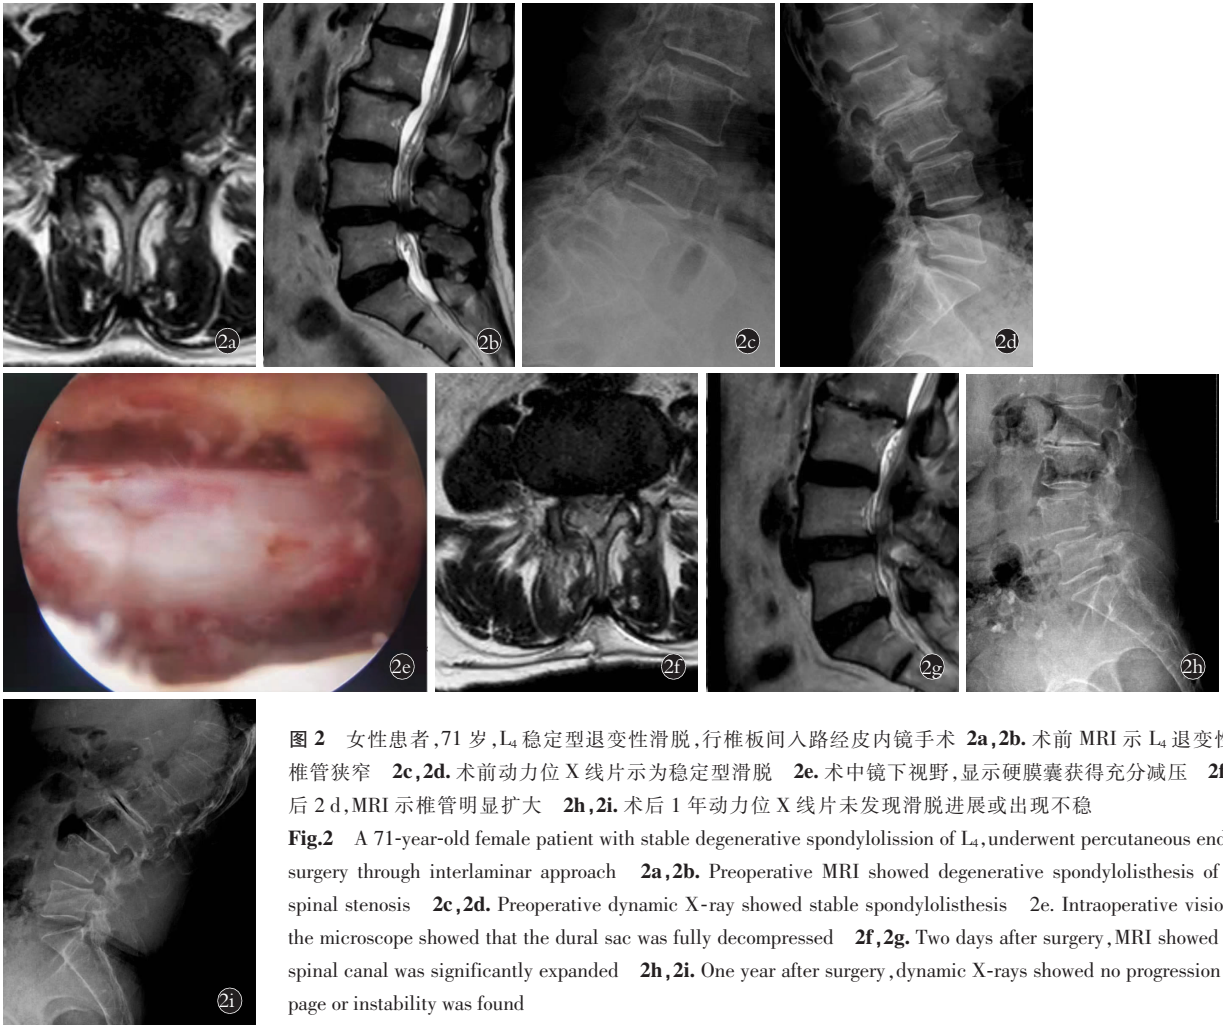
女性患者,71 岁, $L_4$  稳定型退变性滑脱,行椎板间入路经皮内镜手术 2a,2b. 术前 MRI 示  $L_4$  退变性滑脱,椎管狭窄 2c,2d. 术前动力位 X 线片示为稳定型滑脱 2e. 术中镜下视野,显示硬膜囊获得充分减压 2f,2g. 术后 2 d, MRI 示椎管明显扩大 2h,2i. 术后 1 年动力位 X 线片未发现滑脱进展或出现不稳
